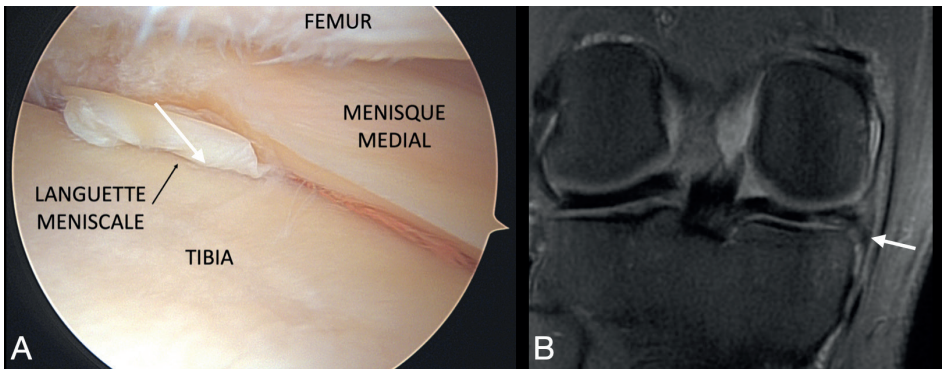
Vue arthroscopique d'une languette méniscale (A) et en IRM (B) en pondération DP Fat-Sat.
